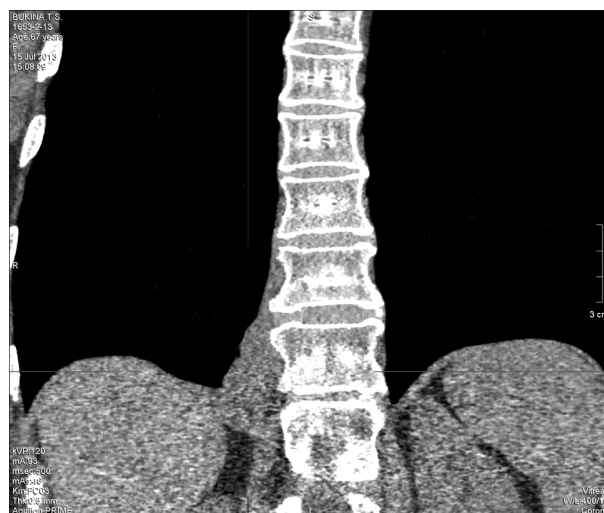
КТ-картина образования в нижнем отделе левого легкого неправильной формы, с четкими и ровными контурами, исходит из плевры, продольный срез.
